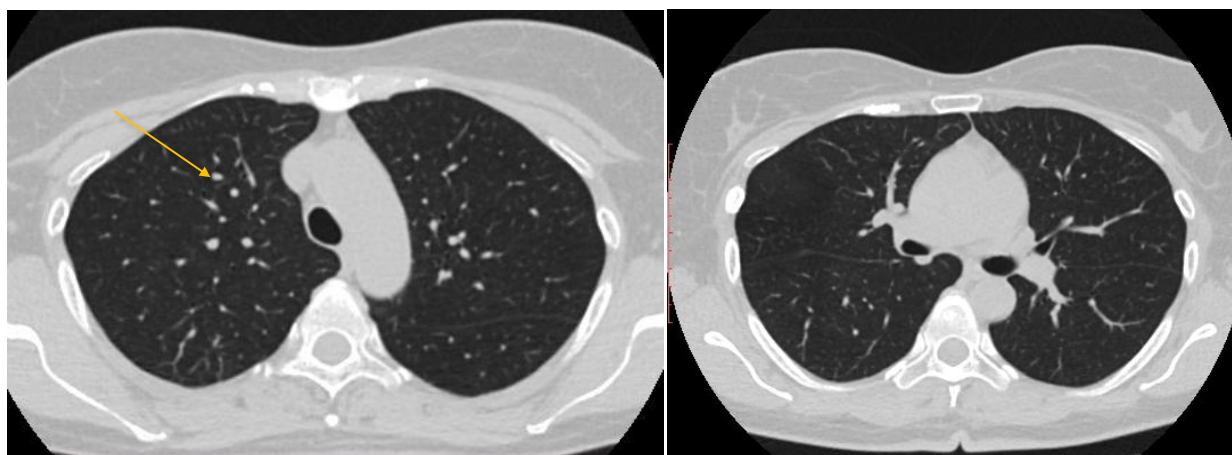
СКТ от 27.03.2020 г.
